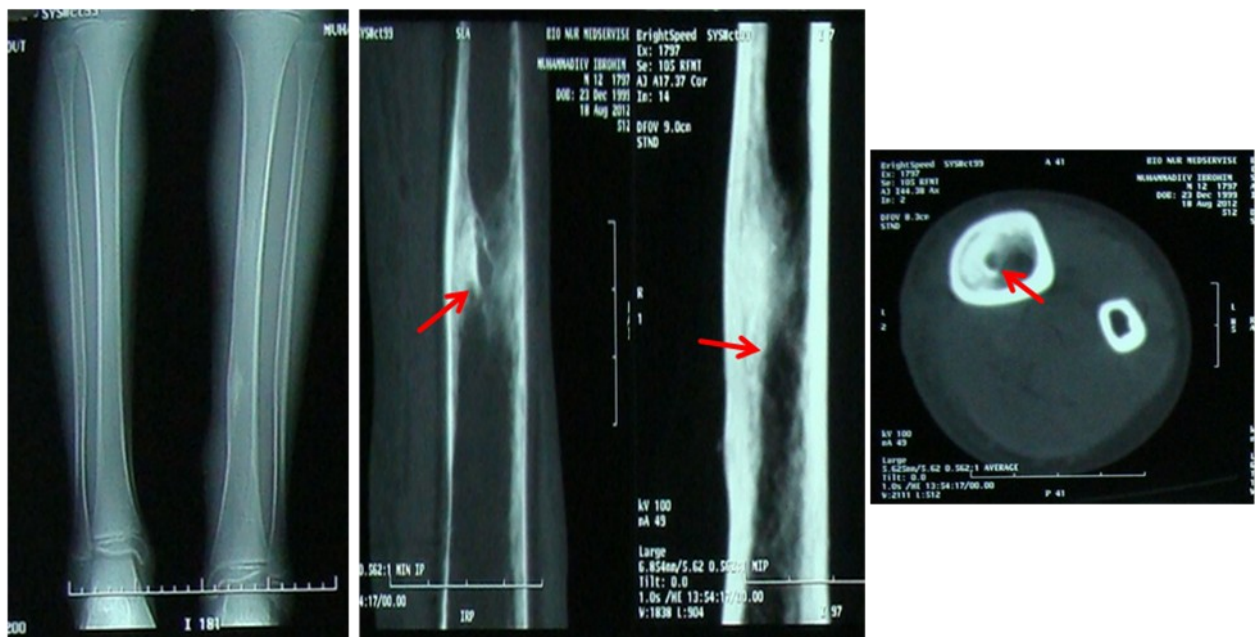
Обзорная рентгенография (а) и компьютерная томография (б) левой голени. ХРГО левой большеберцовой кости. Стрелками указан одиночный внутрикостный абсцесс.
